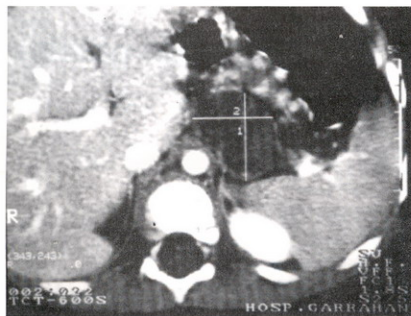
tomografía axial computada de abdomen con contraste. Se observa una formación quística de 3 x 3 cm aproximadamente ubicada en la transcavidad de los epiplones. Nótese la íntima relación que guarda con el páncreas, el hilio esplénico y los grandes vasos.
